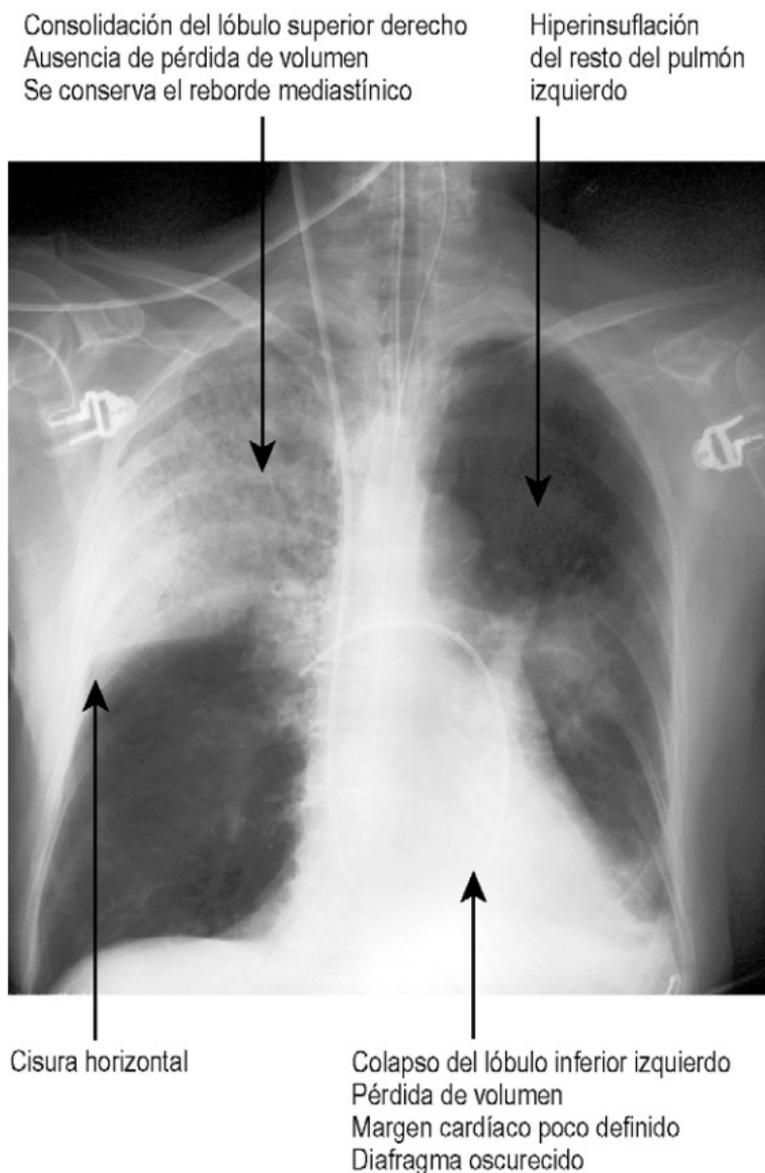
Características en la radiografía de tórax del colapso y de la consolidación.
